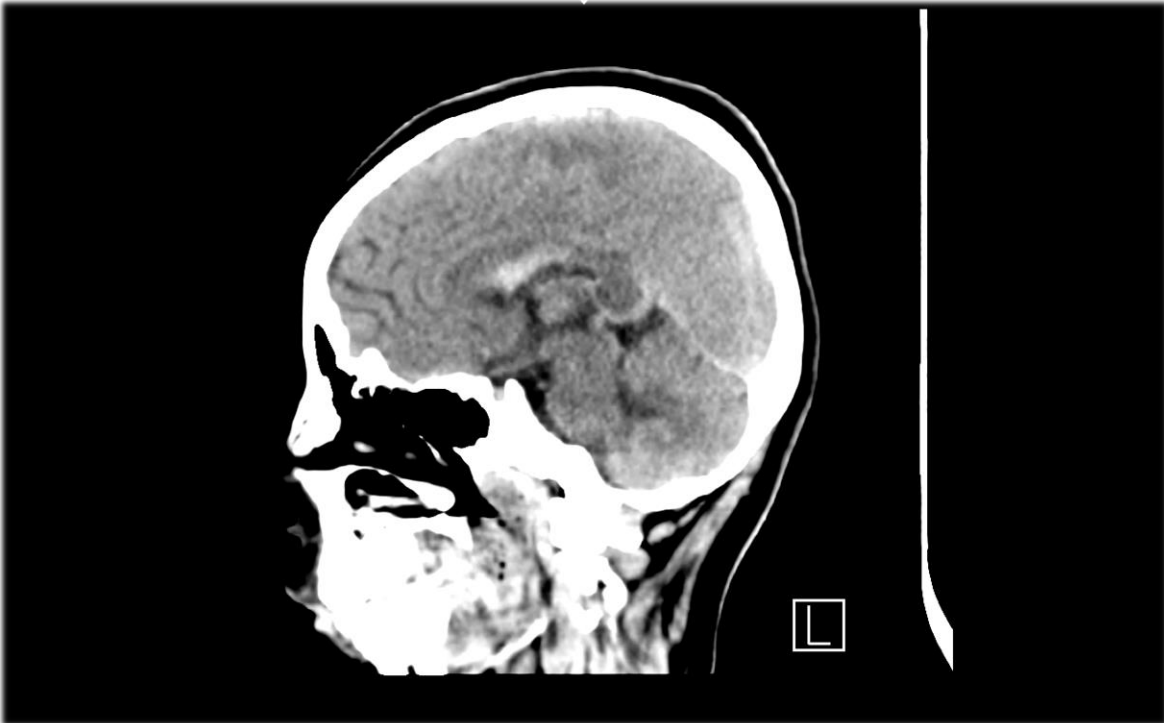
TAC simple. Corte sagital. Hiperdensidad en cuerpo de cuerpo calloso.
